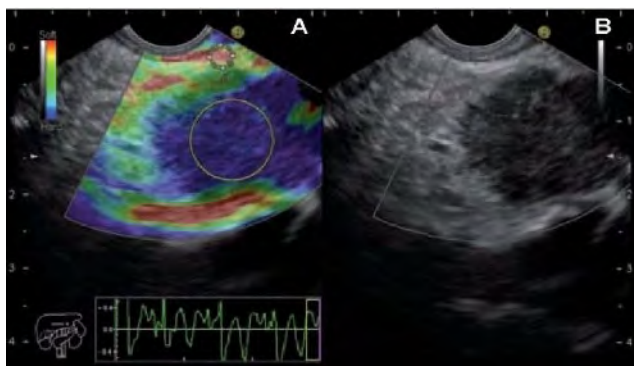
Endosonografía con elastografía que muestra lesión hipocoica (B) correspondiente a cáncer de páncreas.
